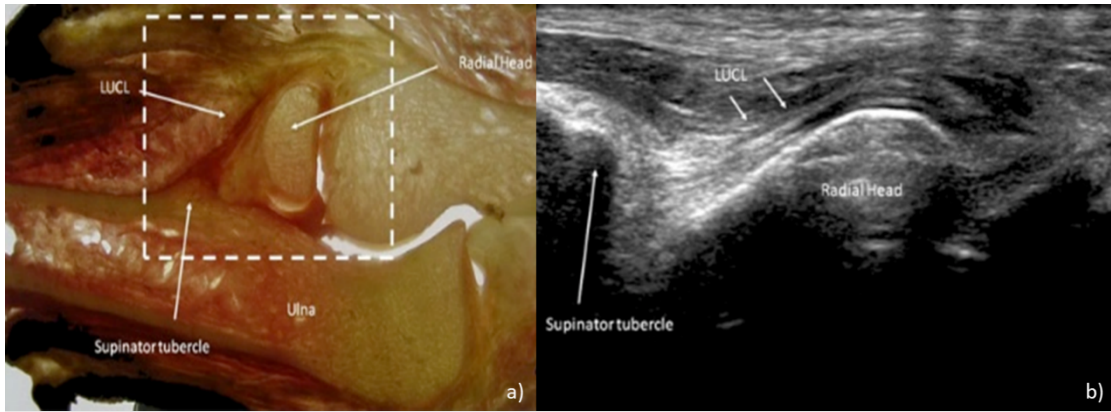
a) Corte anatómico en plano coronal oblicuo para correlacionar con imagen ecográfica. b) Identificación por ECO del LCUL. Extraído de: Gondim P., Omouni P., Trudell D. et al (2011). Ultrasound assessment of the lateral collateral ligamentous complex of the elbow: Imaging aspects in cadavers and normal volunteers. *European Radiology*, 21 (7):1492-8.
